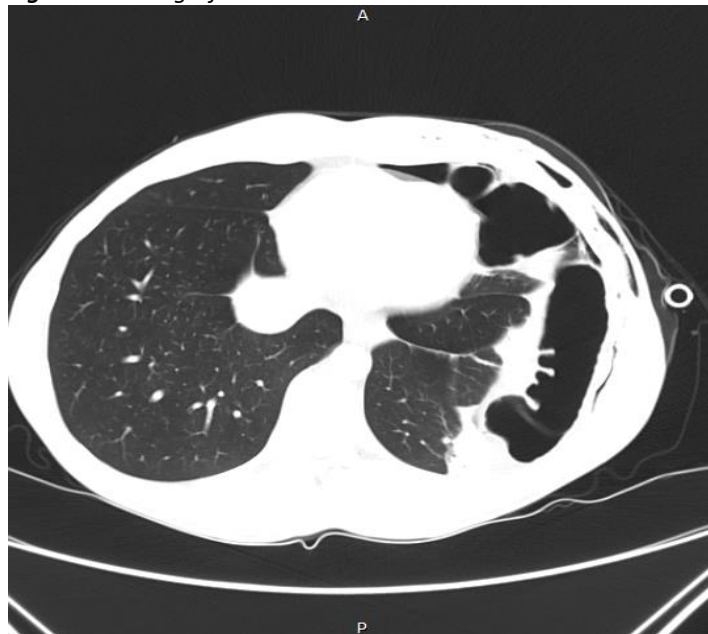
Tomografia de tórax na admissão.
